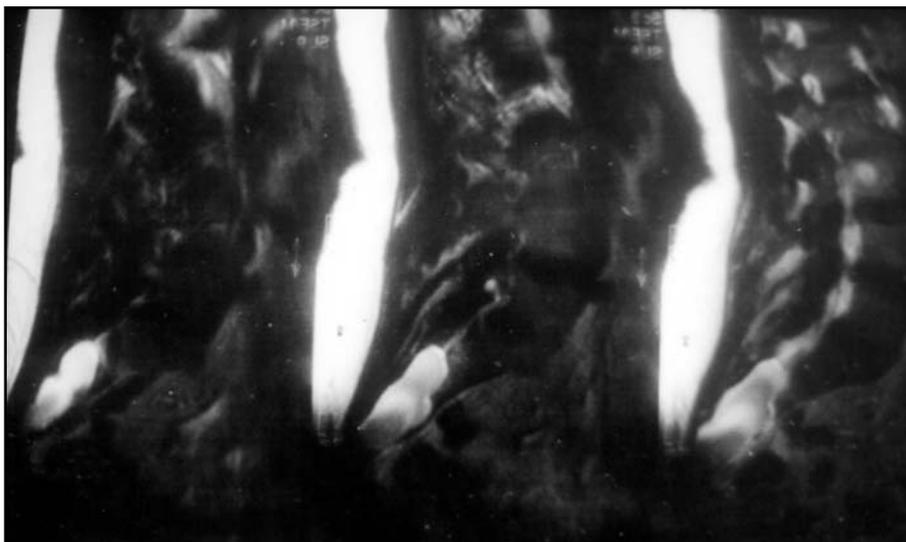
Caso 4. Imagem de ressonância magnética de coluna lombossacra. Corte sagital em T2 mostrando dilatação cística gigante de S1 a S4, lado direito, multilobulado.
